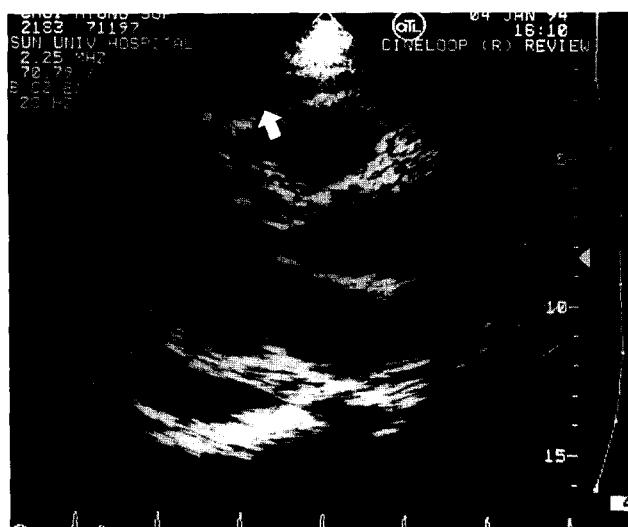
수술전 경흉부 심초음파 사진 (parasternal long axis view). 중등도 심낭 삼출액과 우심실 압박 소견을 보이고 있다.
